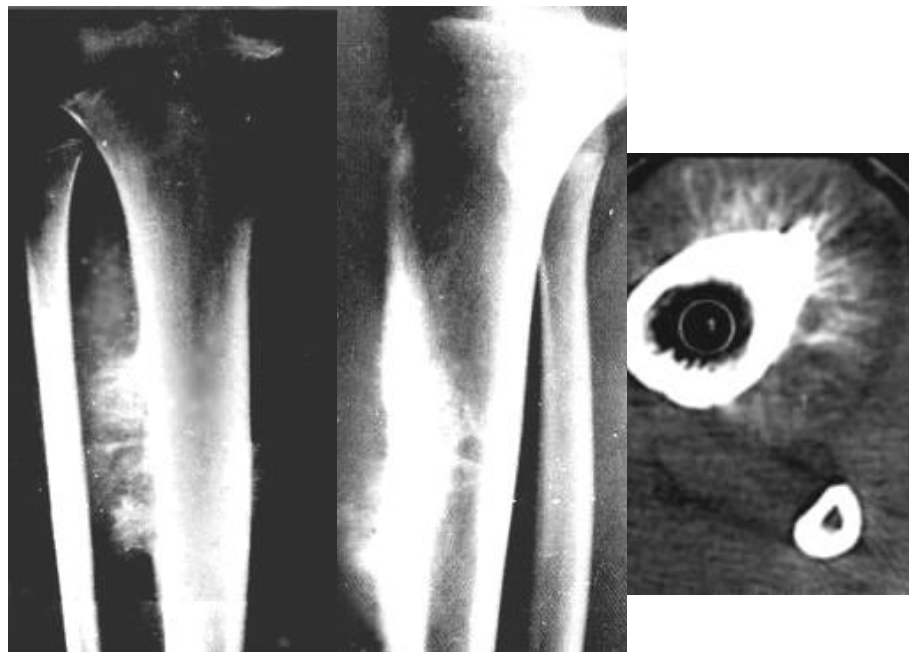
Рентгенограми кісток гомілки в прямій і бічній проекціях і КТ в аксіальній площині. Діафізарна кортикальна ОС – на передньо-боковій поверхні діафізу великої гомілкової кістки визначається крайова деструкція з масивним спікулоподібним періостозом, що займає більше половини поперечника кістки (за Sutton D.).
